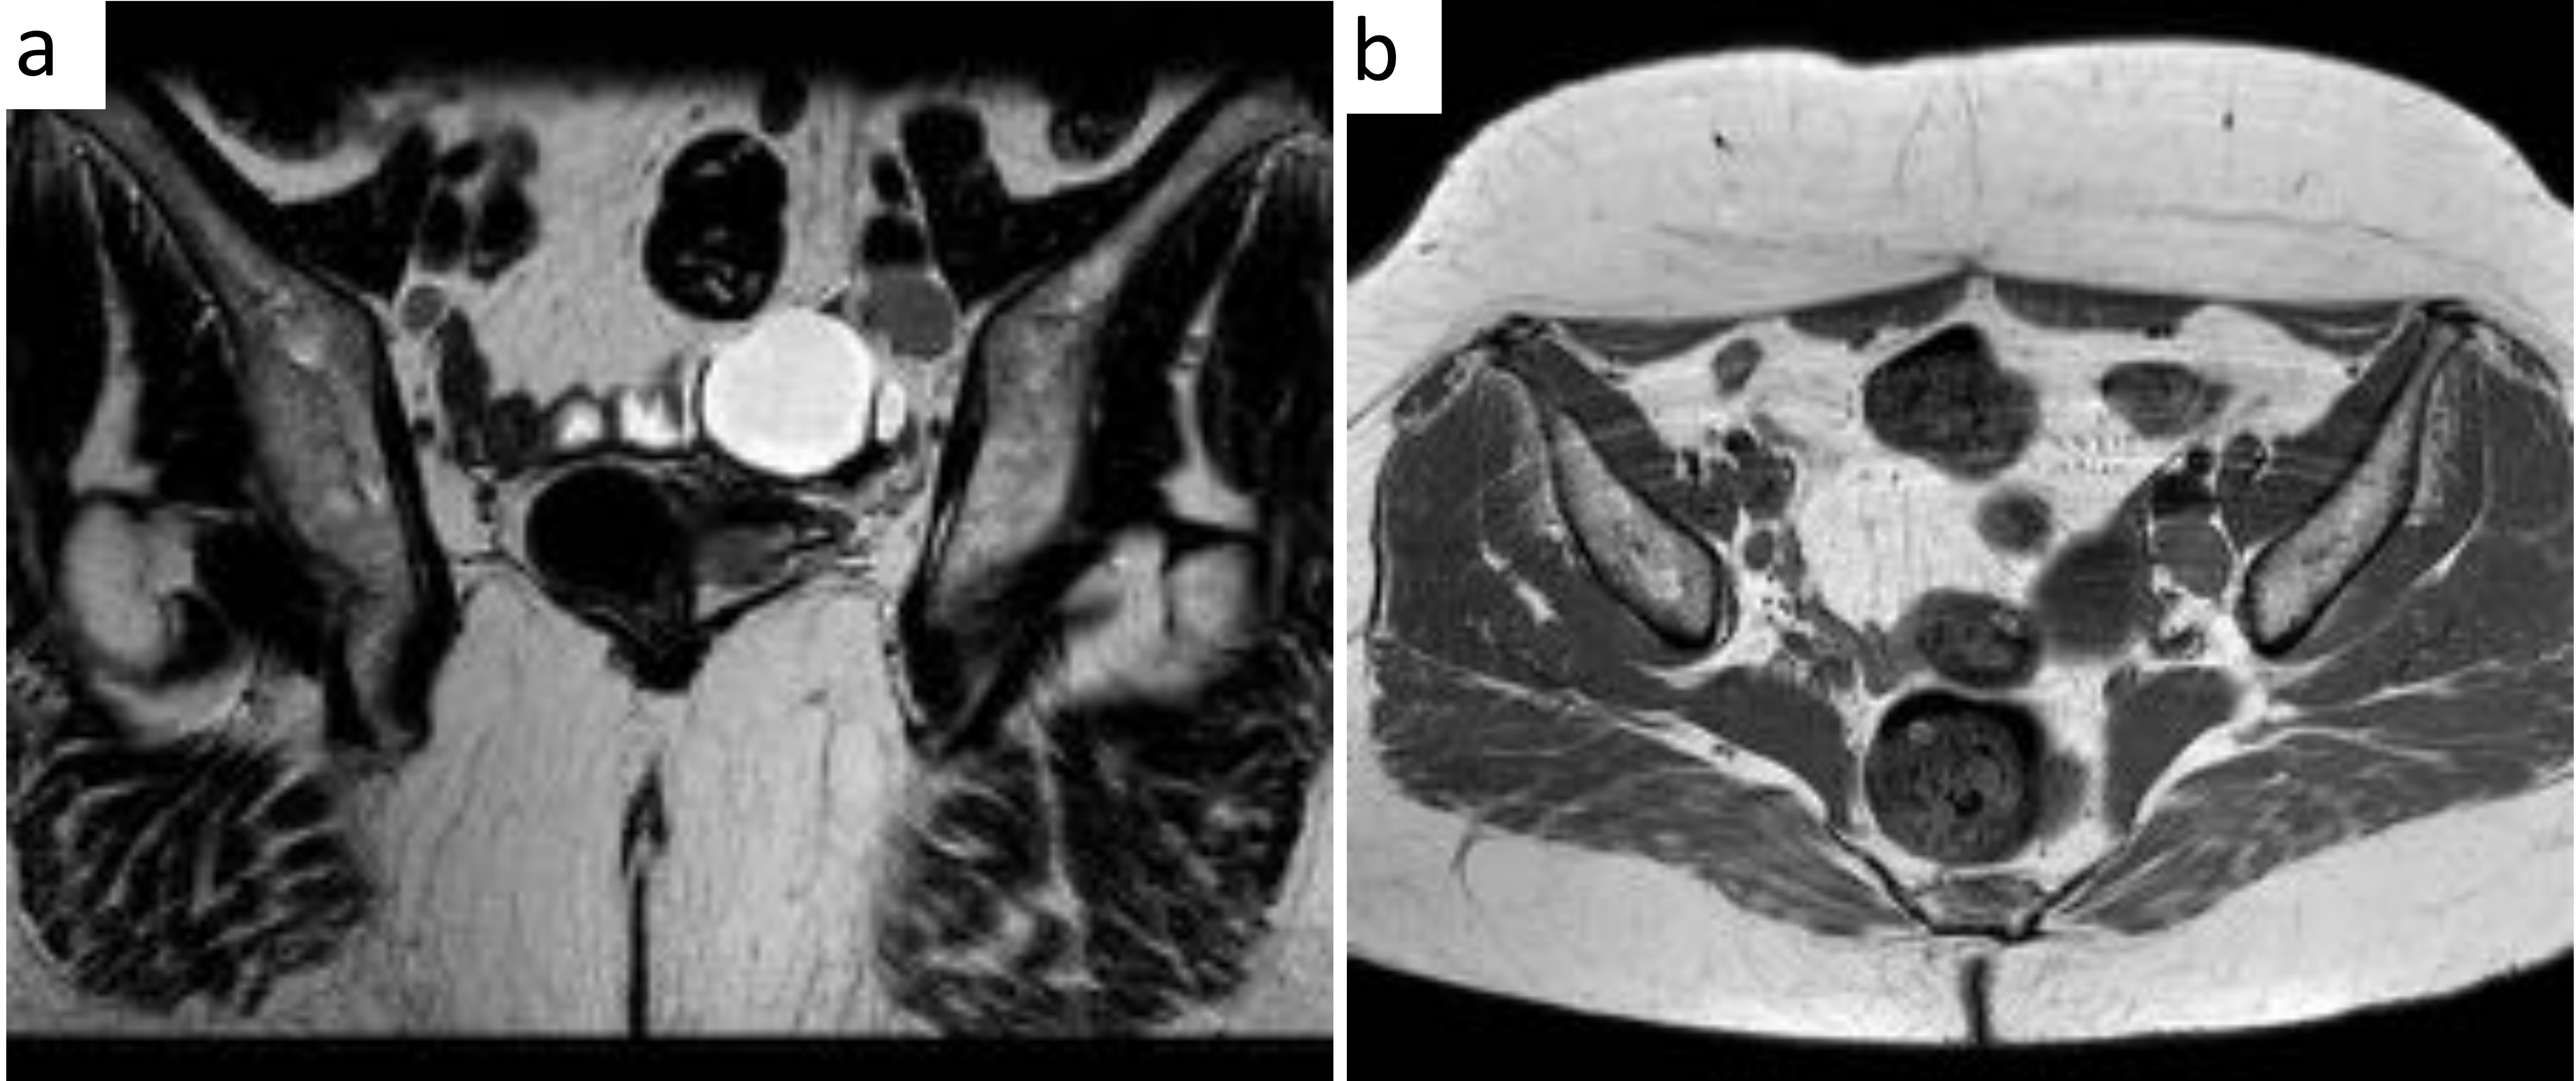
RM pelvis secuencias T2 coronal (a), T1 axial (b). Adenopatía de 20mm de diámetro menor en cadena iliaca externa de aspecto patológico. En cadena iliaca externa derecha se identifica otra adenopatía de menor tamaño (Imágenes RM Servicio de Radiodiagnóstico del Hospital de Cruces)
